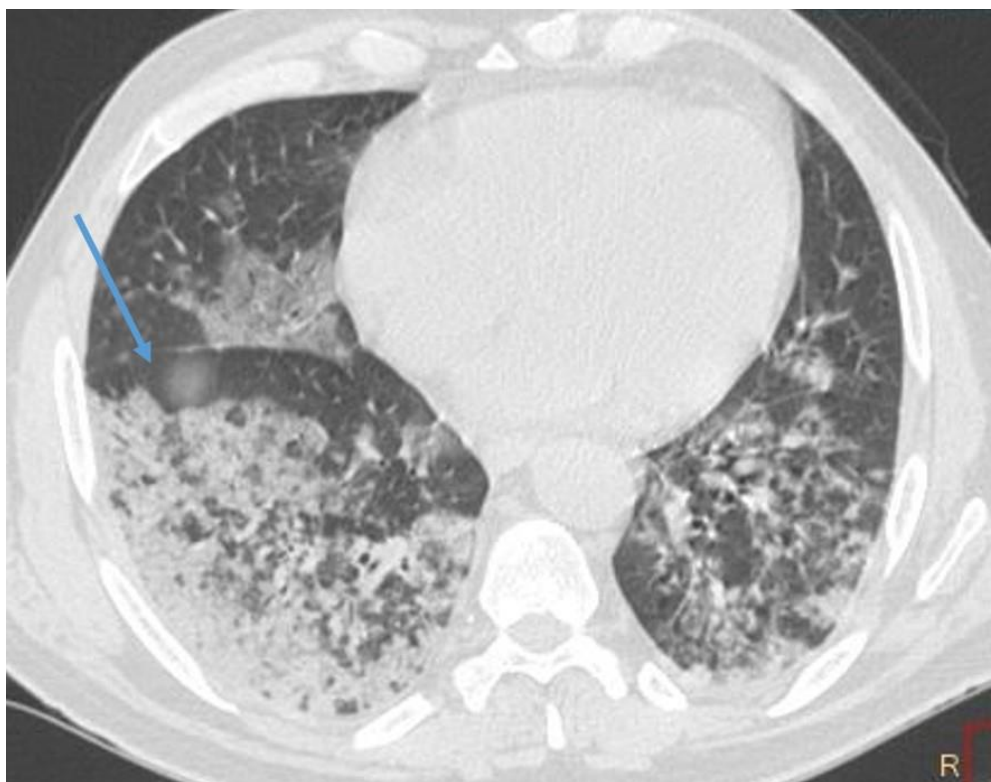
КТ груди, аксиальный срез. Пациент с вирусной пневмонией. Отмечается неоднородное уплотнение паренхимы легких с чередованием участков консолидации и уплотнений по типу «матового стекла»
